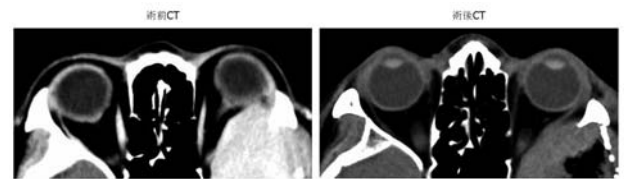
CT scan shows after operation, exophthalmos was improved, comparing with preoperation.
